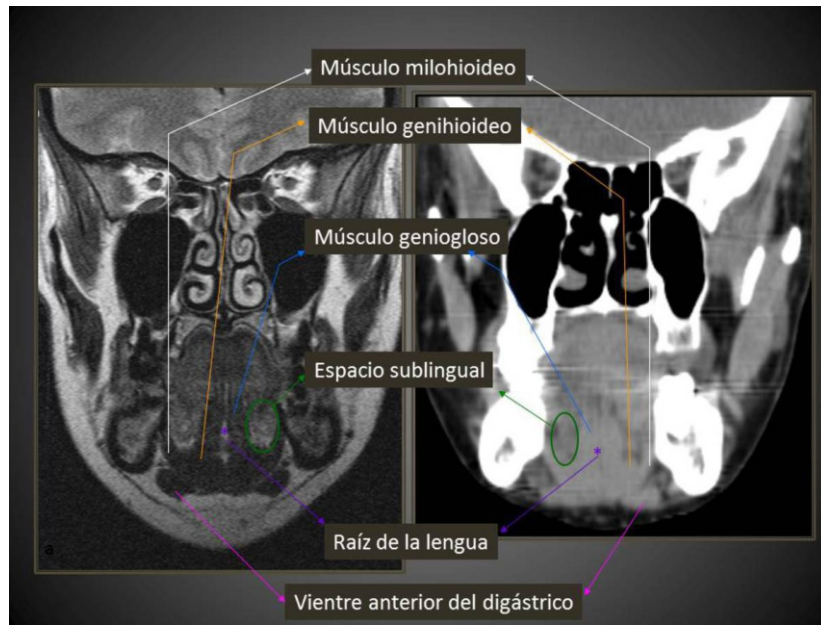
Corte coronal. Espacio sublingual Resonancia Magn tica y Tomograf a.
